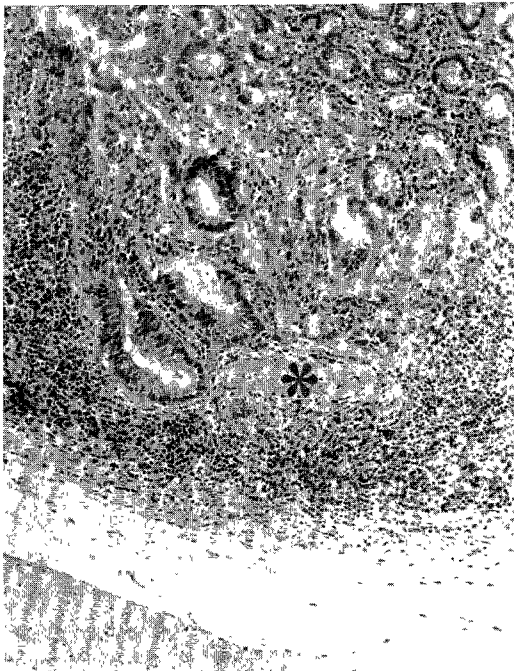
X-ray 8 Gy : Colitis cystica profunda with diffuse chronic inflammatory cell infiltrations in mucosa and submucosa(*muscularis mucosae).
